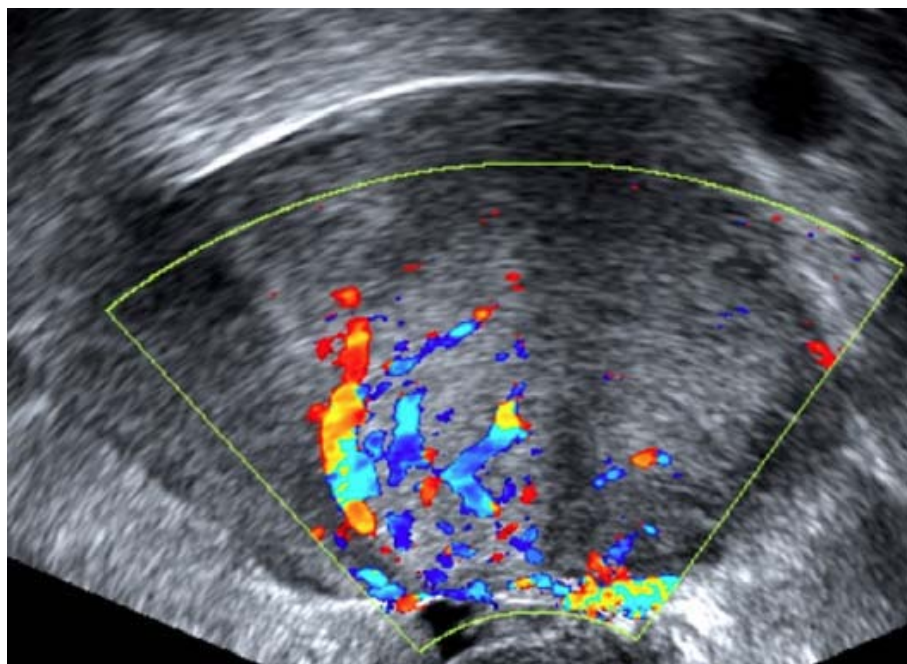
Échographie par voie endovaginale avec signal Doppler. Masse tissulaire ovarienne très vascularisée chez une patiente de 75 ans. Adénocarcinome séreux sur la pièce opératoire.[69]
